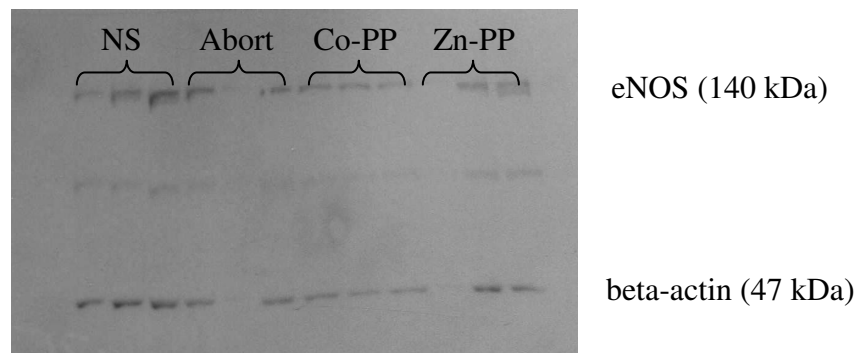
Beispieleröntgenbild eines Western-Blots. Die oberen Banden zeigen den positiven Nachweis an eNOS in je 3 Proteinproben der normalen Schwangerschaftsgruppe (NS), der Kontrollabortgruppe (Abort), der Abortgruppe die mit Co-PP behandelt wurde und der Abortgruppe die mit Zn-PP. Die unteren Banden zeigen den positiven Nachweis an beta-actin in diesen Proteinproben.
